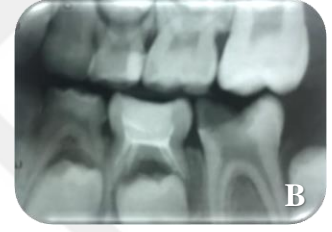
A. ART yöntemi uygulanan sol alt birinci süt azı dişinin Fuji IX ile restorasyonu sonrası alınan ağız içi görüntüsü, B. ART yöntemi uygulanan sol alt birinci süt azı dişinin Fuji IX ile restorasyonu sonrası alınan bite-wing radyografisi
